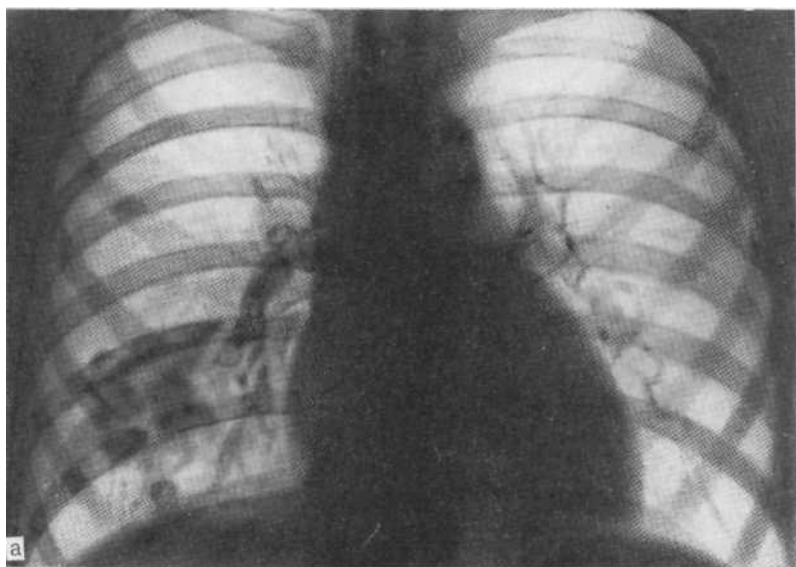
Рентгенограмма в прямой (а), томограмма в боковой (б), ЭНПЮ-граммы в прямой (в) и боковой (г) проекциях.
